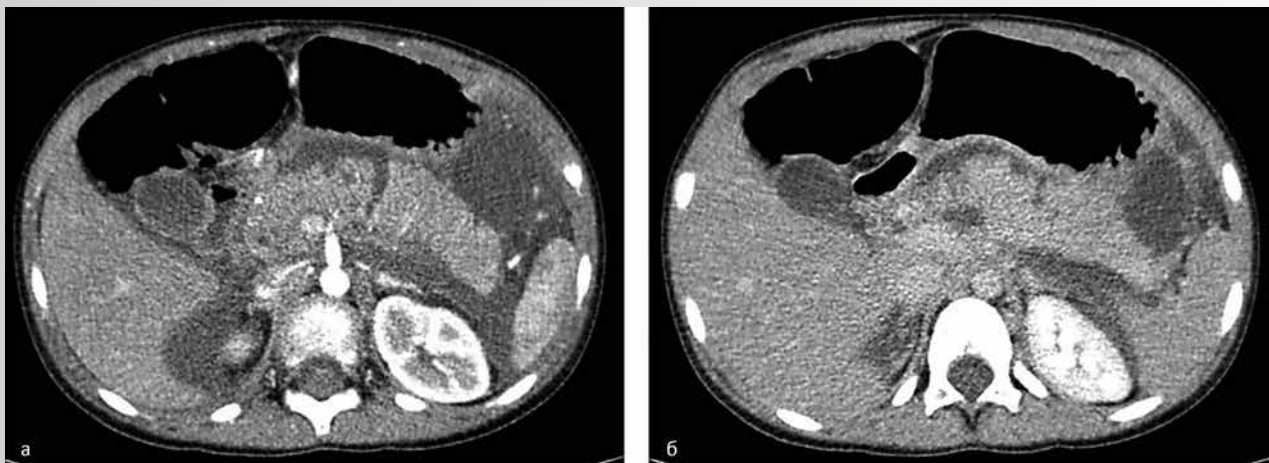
МСКТ при поступлении – поджелудочная железа увеличена (20×23×26 мм), паренхима неоднородная с гиподенсивными участками и линейным дефектом до 6 мм (а), под капсулой значительное скопление жидкости, особенно в области хвоста поджелудочной железы (б). Холедох диаметром до 6 мм. Петли кишечника расширены. Большое количество свободной жидкости в брюшной полости
